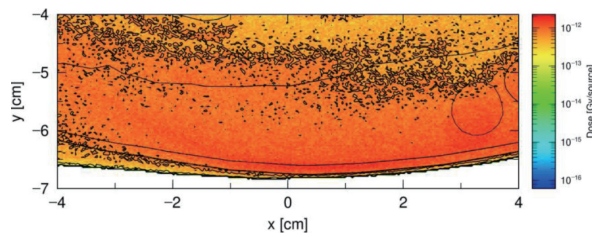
Examples of exposure dose due to X-rays by introducing the tetrahedral mesh-type MRCP with posture of bending.
